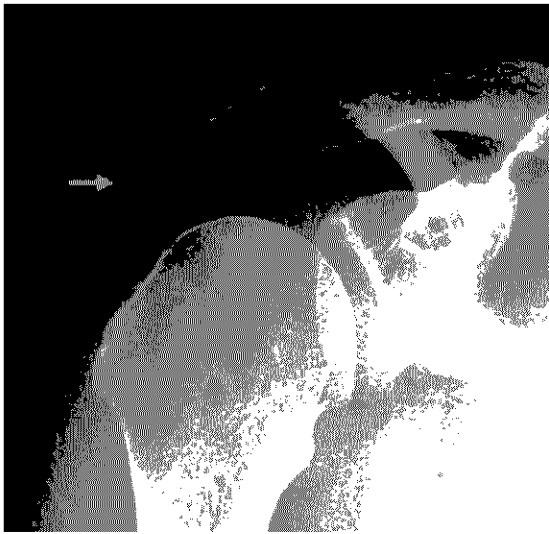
Plain radiography of right shoulder shows severe subcondral erosion in great tuberosity of humeral head and acromion(arrow).
